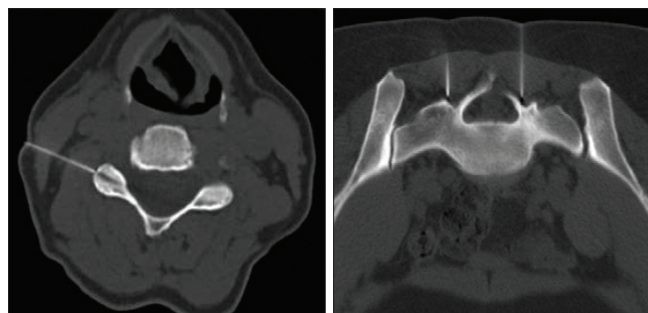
Фотоотпечатки с компьютерных томограмм артикулярных блокад шейного и поясничного отделов позвоночника
